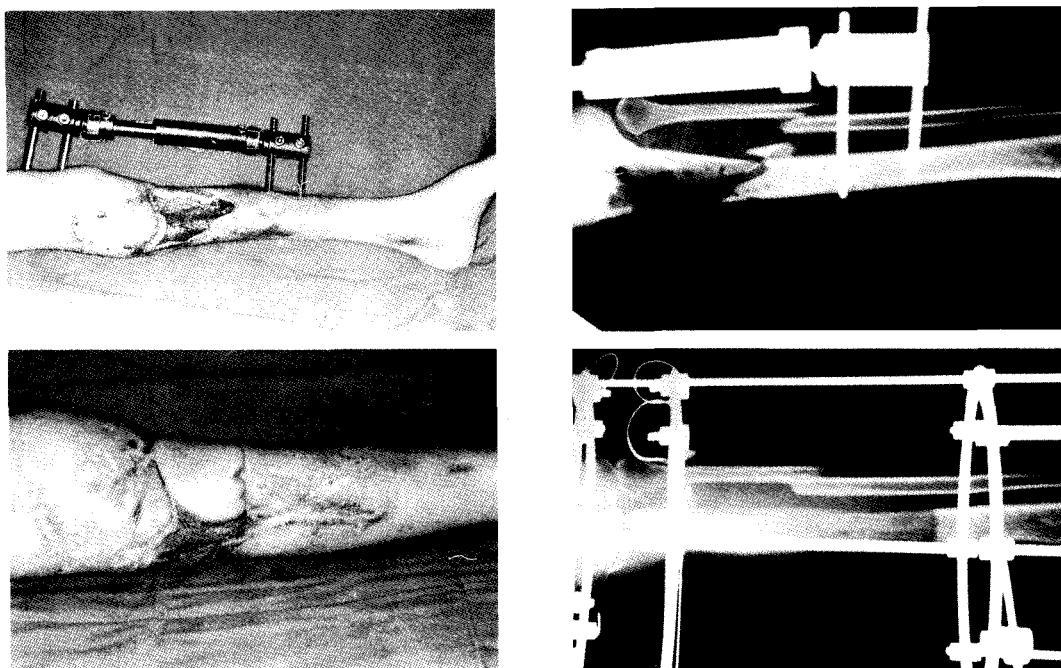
Case 1. A 32-year-old man suffered from GIIb open tibio-fibula fracture at proximal metaphyseal diaphysial junction. (Above, left & right) Clinical and X-ray findings of left leg before microsurgical free transfer. (Below, left & right) End results, after 11 months of distraction and 2 months of consolidation, before the patient underwent free tissue transfer.
